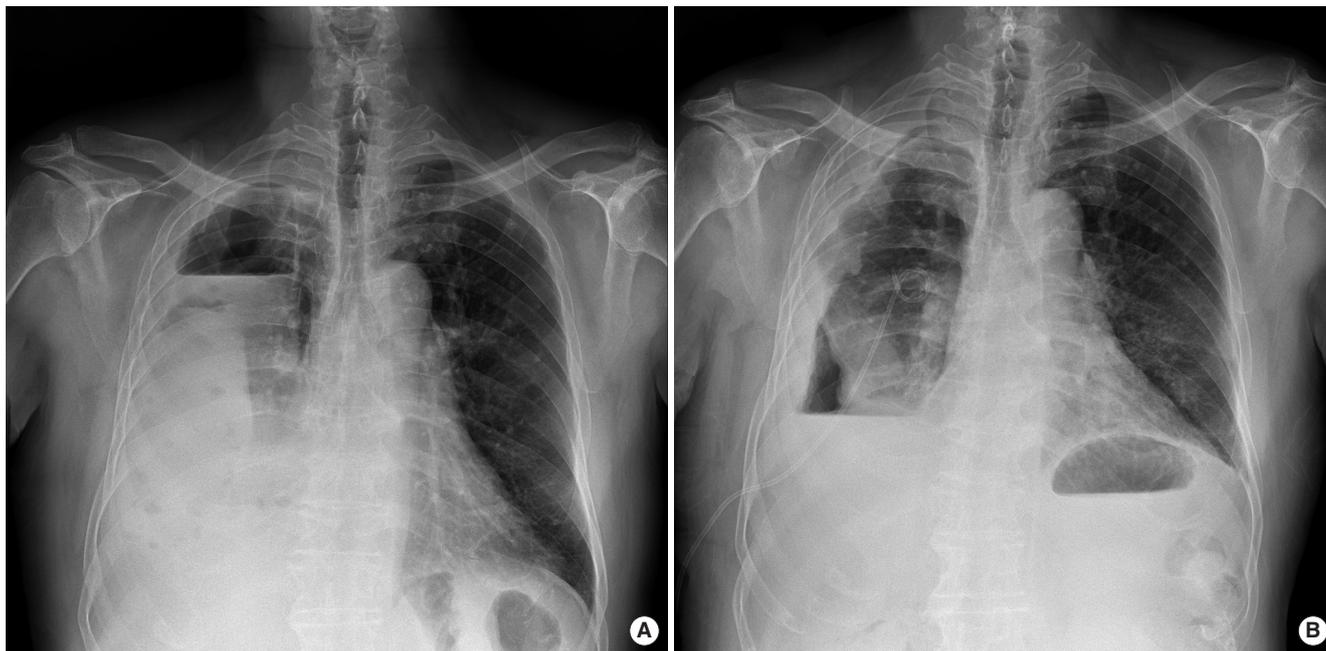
(A) Chest radiograph showing right hydropneumothorax at admission. (B) Right pleural effusion was improved after pigtail catheter insertion.
